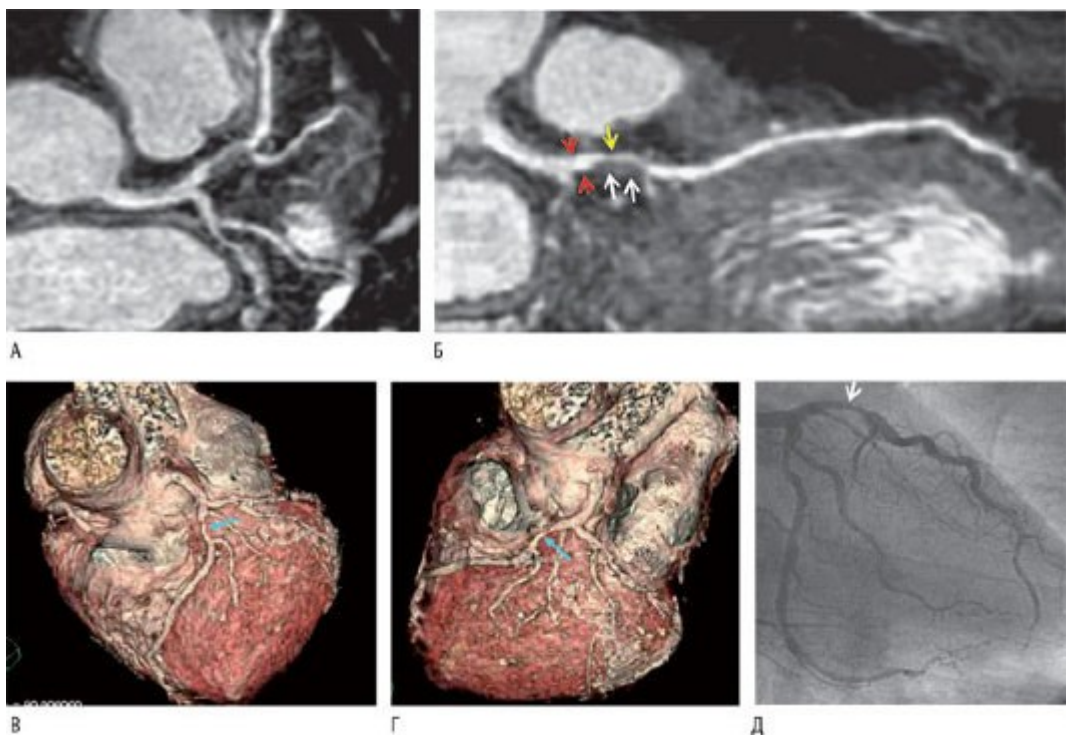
МРТ коронарных сосудов (А и Б) показывает мультипланарную реконструкцию левой венечной артерии, сосредоточиваясь на сужении в ближайшей левой, предшествующей нисходящей артерии (красные стрелки) с эксцентричным поражением (белые стрелки) и узким просветом (желтая стрелка). В и Г - изображения дают
